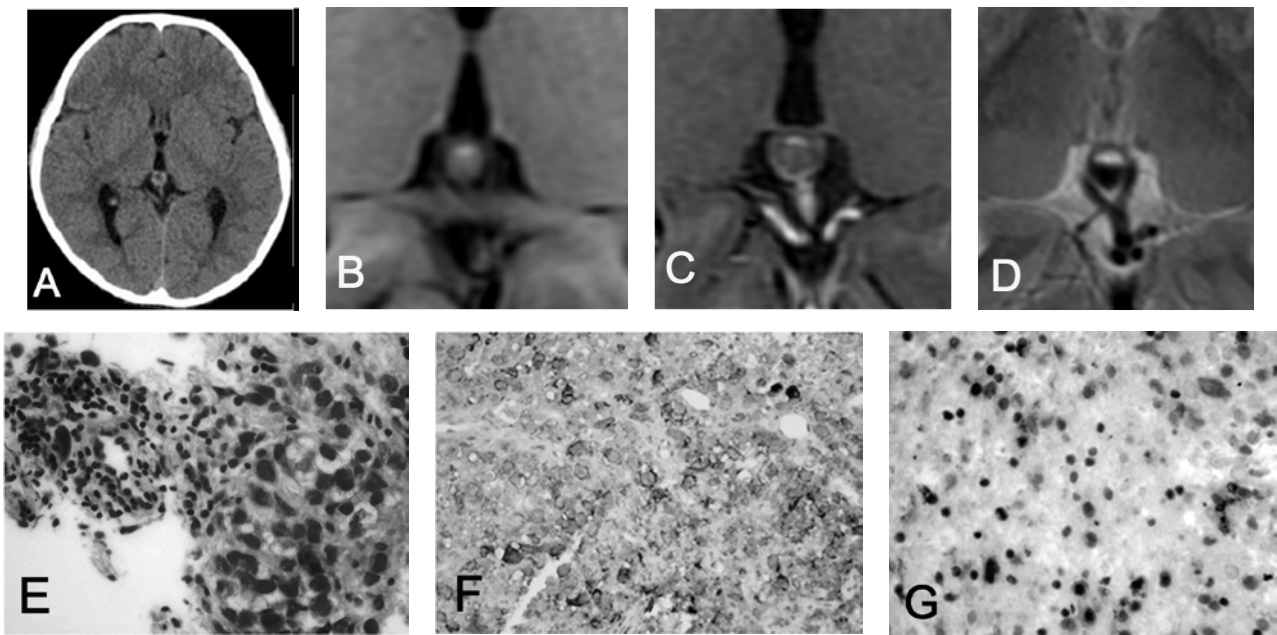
Plain CT showing small cystic mass located in the pineal region (A). T1-weighted MRI showing the pineal mass with isodensity and partially high intensity (B). Gadolinium enhanced MRI showing slightly enhancement of cystic wall (C). T2-weighted MRI showing niveau formation (D). Microphotographs showing two cell patterns with small cells and epithelioid cells (E), strong immunoreactivity for c-kit, and patchy immunoreactivity for HCG (G).
